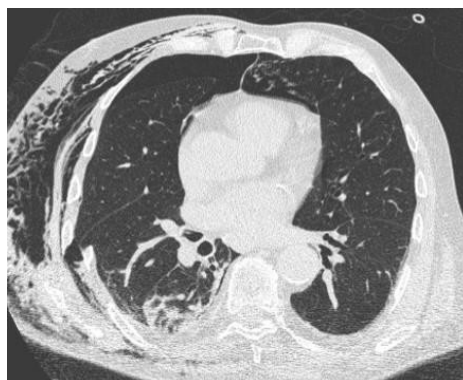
КТ того же больного: Повреждение грудной клетки: гемоторакс справа, перелом VIII, IX, X-ребра справа, перелом X, XI-ребра слева, пневмоторакс и подкожная эмфизема слева.
